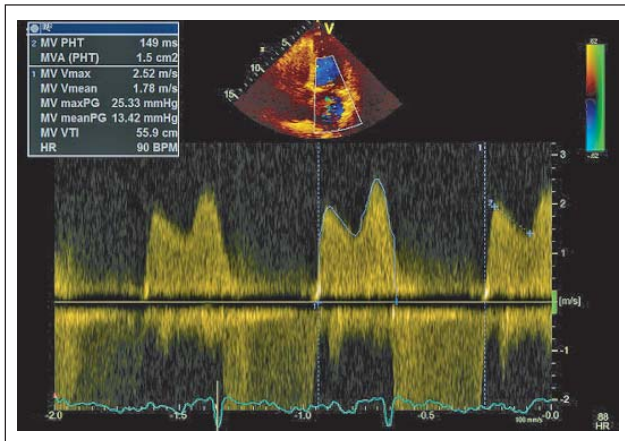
CW-Dopplersignal über der Mitralklappenstenose. Die MVA beträgt anhand der „pressure half time“ (PHT) 1,5 cm². Deutlich erhöhte Gradienten (P_{max} 25 mmHg, P_{mean} 13 mmHg).
